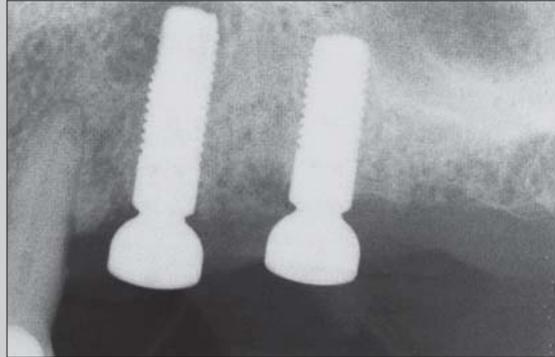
Behandlung einer apikalen Periimplantitis. Nach der einzeitigen Implantation von zwei Implantaten im Oberkiefer entwickelte sich eine Fistel. Auf den Röntgenaufnahmen, die 2 Wochen nach der Implantation angefertigt wurden, ist an dem Implantat in regio 24 eine apikale Aufhellung zu erkennen. Da das Implantat mechanisch stabil war, wurde versucht, es zu
